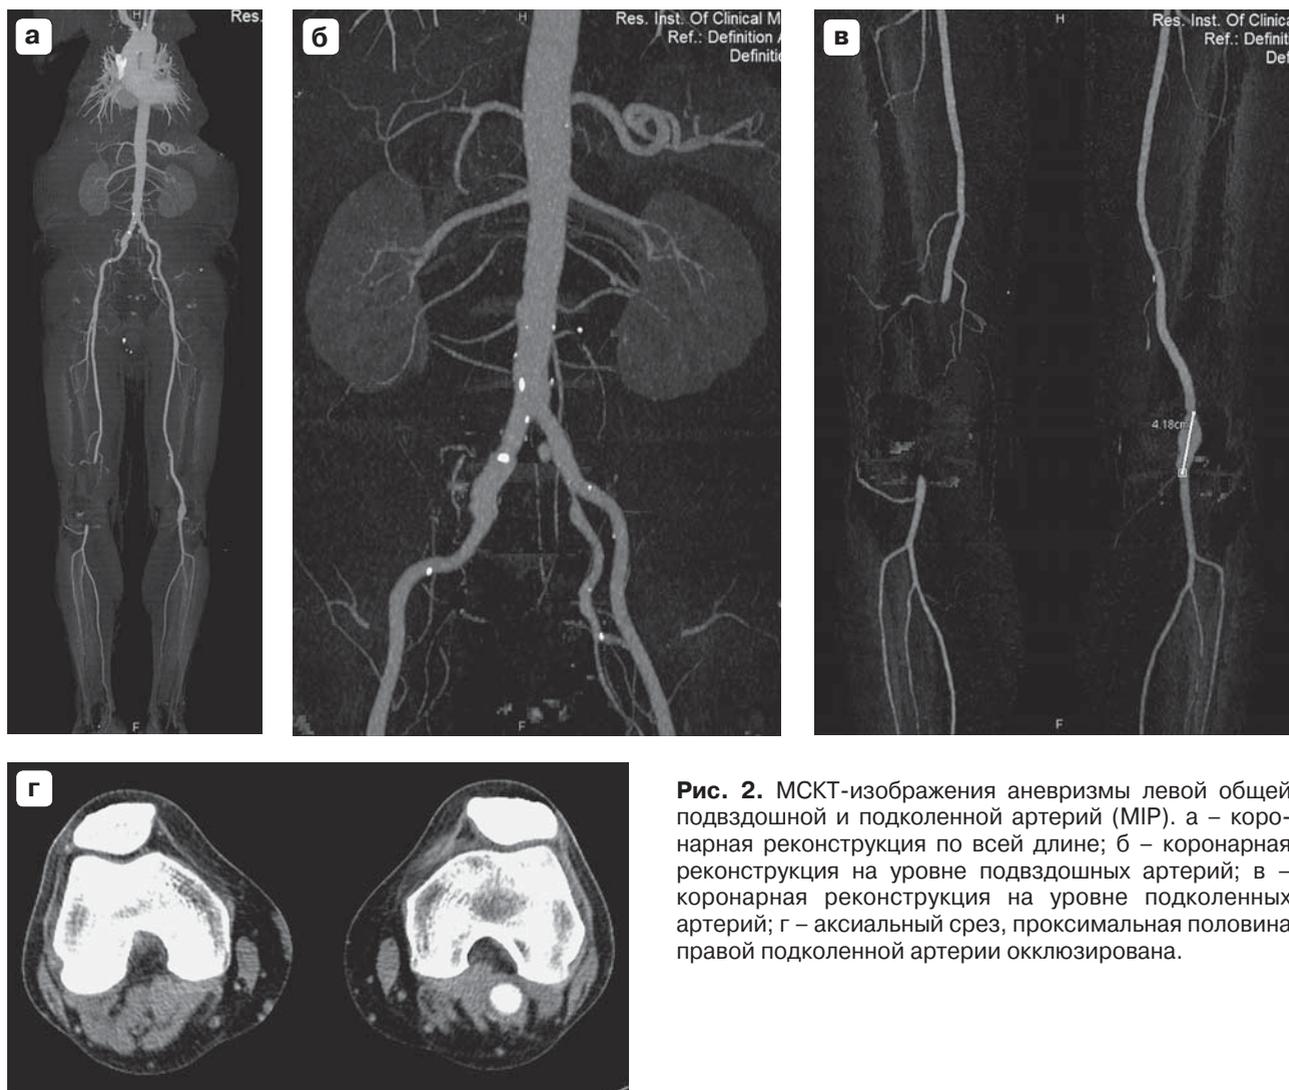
МСКТ-изображения аневризмы левой общей подвздошной и подколенной артерий (MIP). а – коронарная реконструкция по всей длине; б – коронарная реконструкция на уровне подвздошных артерий; в – коронарная реконструкция на уровне подколенных артерий; г – аксиальный срез, проксимальная половина правой подколенной артерии окклюзирована.
